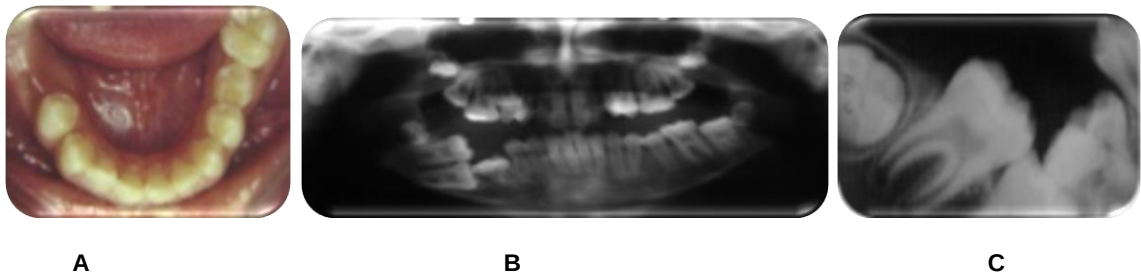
Posición inicial diente 46 y 47. A. Fotografía intraoral; B. Radiografía panorámica; C. Radiografía periapical
